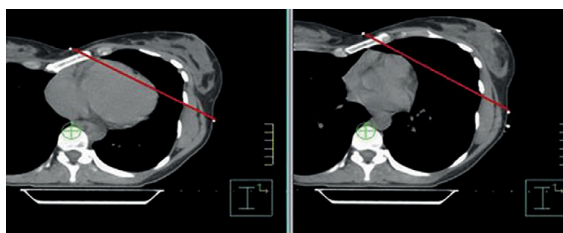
Posizione del cuore nelle sezioni assiali di TC dello stesso paziente con carcinoma mammario in condizioni di respiro libero (sinistra) e in DIBH (destra). La linea rossa indica il confine del campo di trattamento tangenziale per l'irradiazione dell'intera mammella (WBI) [20].
